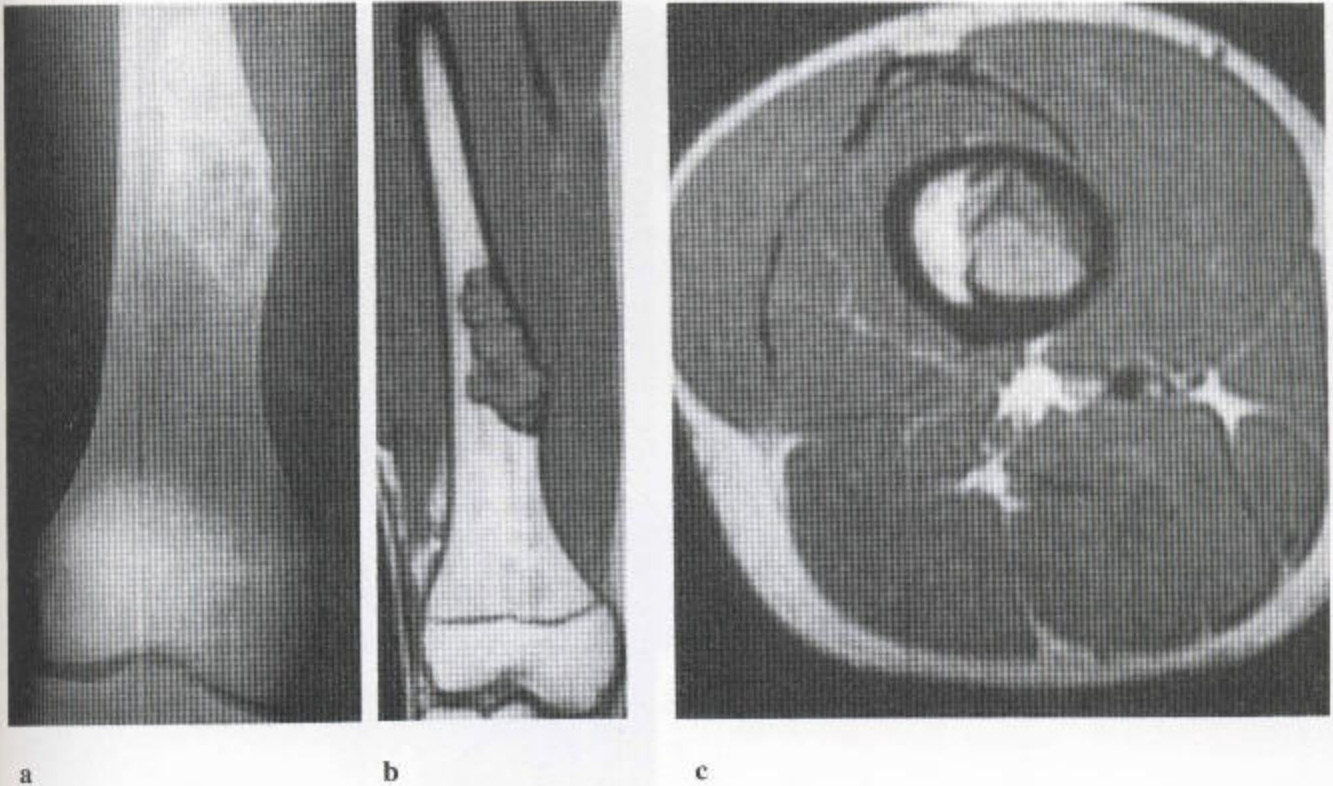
无骨化性纤维瘤 (a) 股骨干中段内侧可见一膨胀性、多房性、边界清楚的病变。覆盖其上的皮质也参与进此病变的发展过程, 向表面膨胀、变薄, 其下为相当亮的区域。下方皮质增厚、突出。(b) 同等的冠状位 T_1 加权 MR 像显示了这张传统 X 线片上移位的解剖学关系。病变信号均匀, 类似邻近肌的信号。平片上显示病变内有矿化, 表现为交互散布于软组织内的低信号。(c) T_1 加权 MR 序列上, 股骨干内靠外侧的骨髓脂肪呈明亮信号, 病变大部分表现为分隔状。
